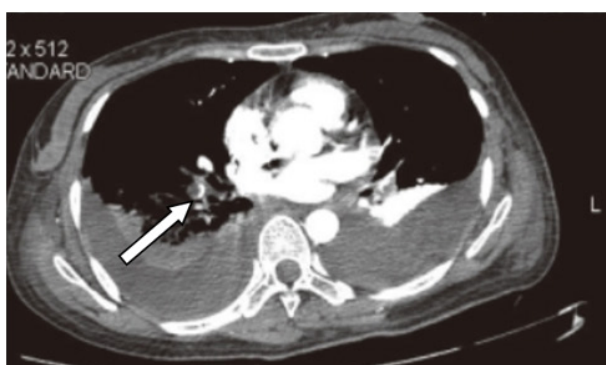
CT angiografic. Embolie pulmonară segmentară bilaterală.
